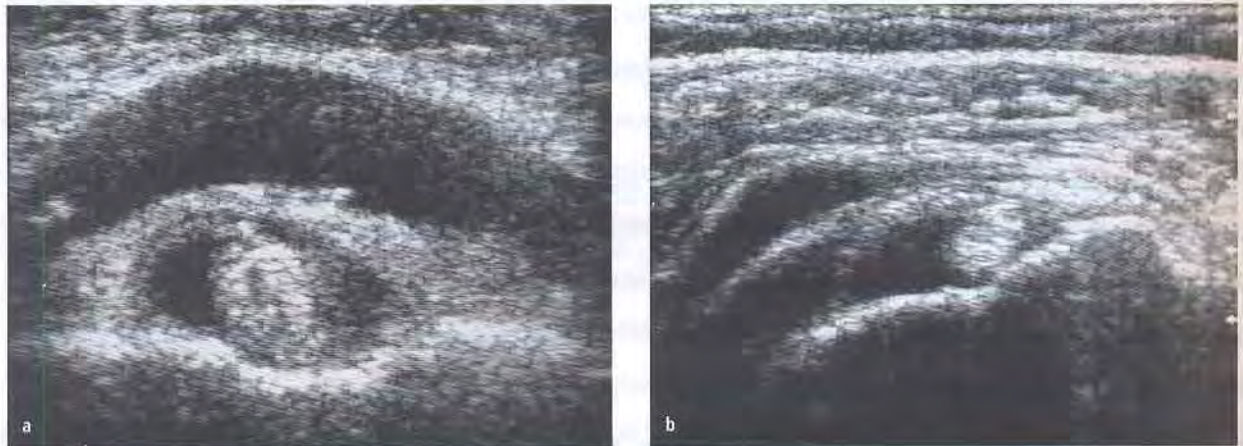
60-jähriger Patient (a) und 65-jährige Patientin (b) jeweils mit der Diagnose einer Bursitis subdeltoidea und Tenosynovialitis bicipitis des rechten Schultergelenks. Im ventralen Transversalschnitt kommt jeweils die gefüllte Bursa echoarm zur Darstellung. Zusätzlich kommt bei beiden Patienten eine Tenosynovialitis bicipitis, ebenfalls echoarm, zur Darstellung. Durch die anatomischen Grenzschichten der Bizepssehnscheide und des Bursablattes können diese beiden Bereiche sonographisch-anatomisch klar voneinander abgegrenzt werden. (Abb. 7-13a und b mit freundlicher Genehmigung des Thieme-Verlags aus: Konermann W, Gruber G (2000) Ultraschalldiagnostik der Stütz- und Bewegungsorgane, Thieme, Stuttgart–New York.)
